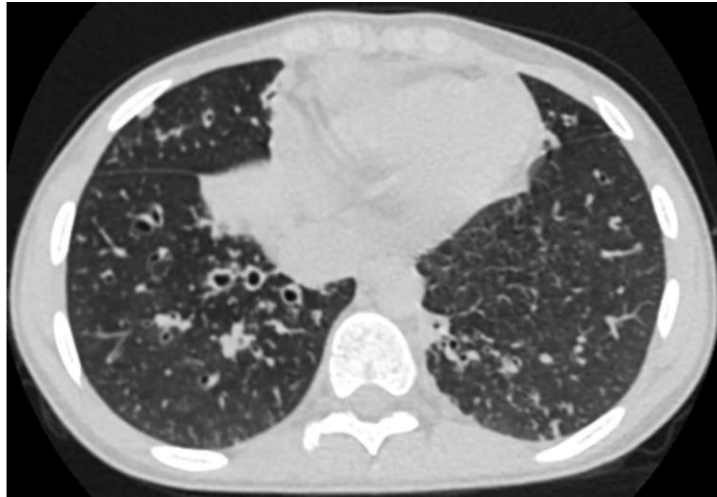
Компьютерная томограмма органов грудной клетки девочки А., 14 лет.
